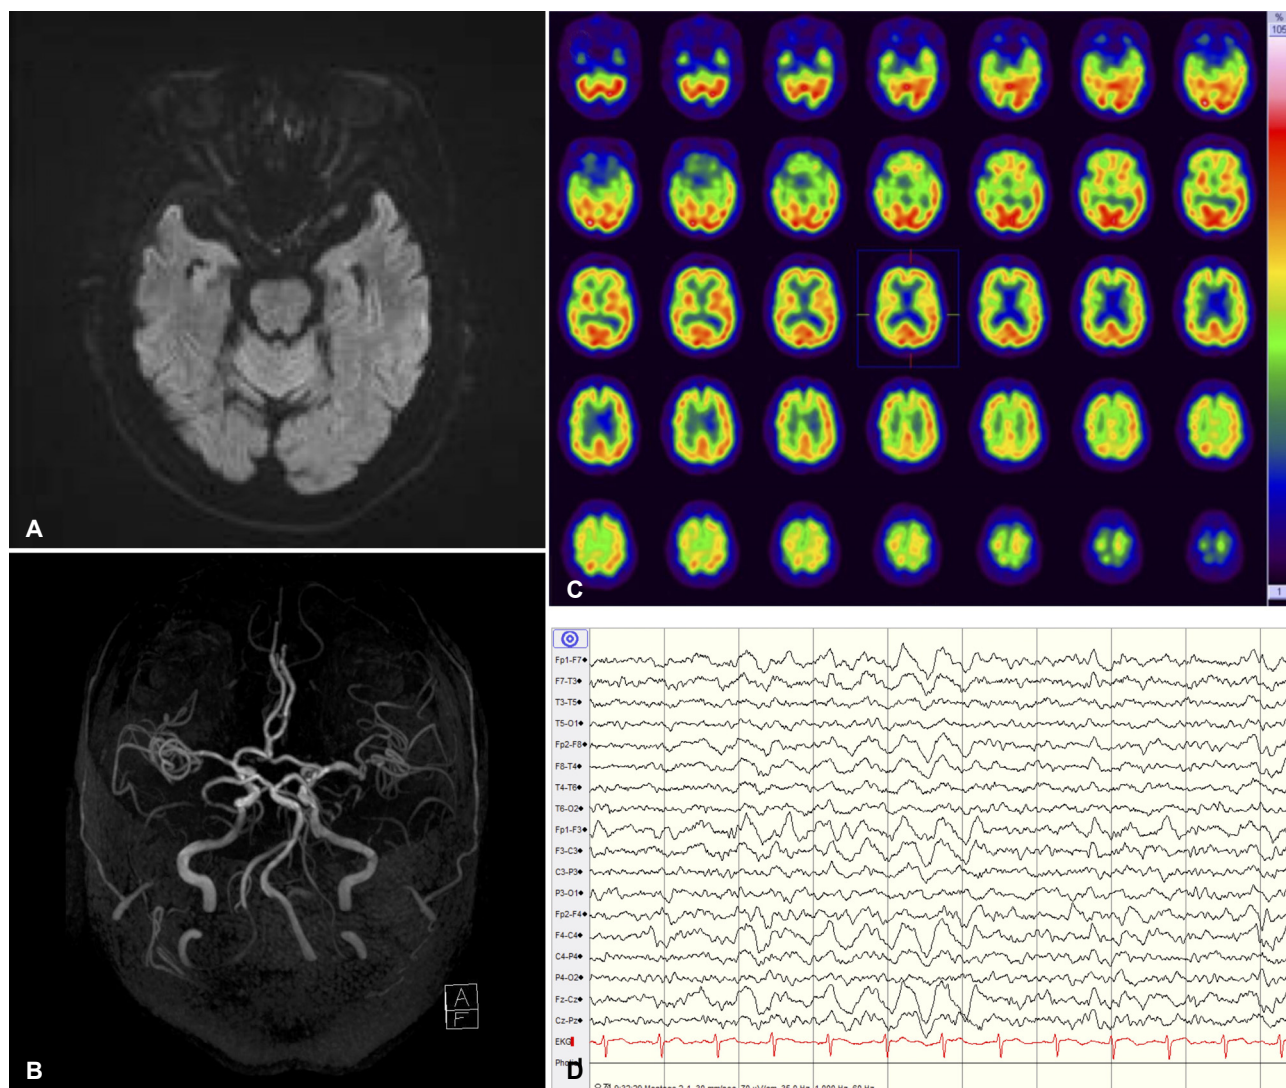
Case 2. Diffusion-weighted magnetic resonance imaging of the brain performed 7 days after transient global amnesia (TGA) onset showed no abnormal signals in the both temporal lobes (A). Time of flight angiography showed subtle arterial outpouchings in the both cavernous internal carotid arteries (B). Single-photon emission computed tomography using ^{99m}Tc-ethylene cysteine diethylester showed diffuse hypoperfusion in the right frontal, temporal and parietal cortices (C). Electroencephalography performed 12 days after TGA onset showed diffuse, generalized delta activity, more prominent in the frontal regions without epileptic discharge (D).
